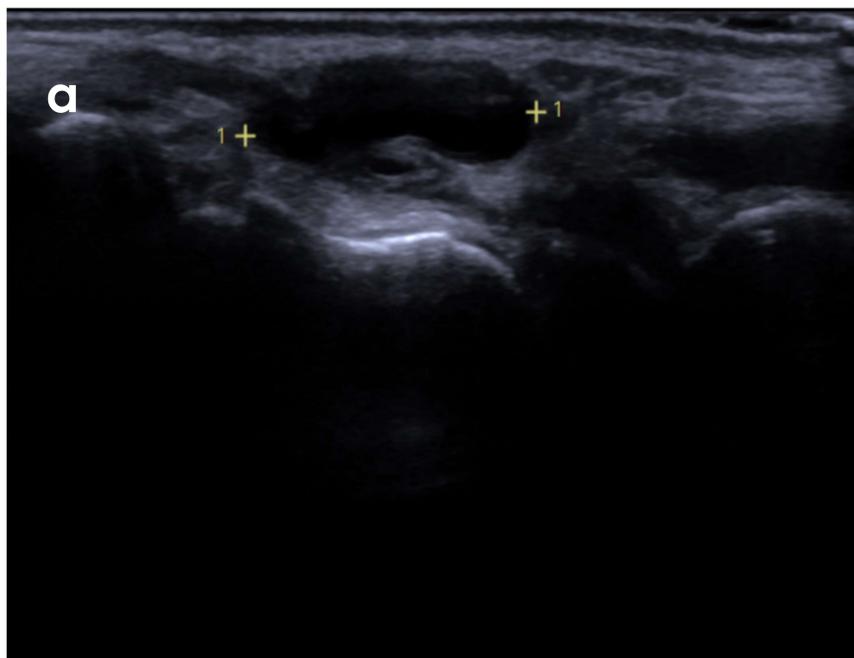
Ganglión: lesión quística en la cara radial de la muñeca que es hipoecogénica en ecografía (a) e hiperintensa de forma homogénea en secuencia T2 (b).
